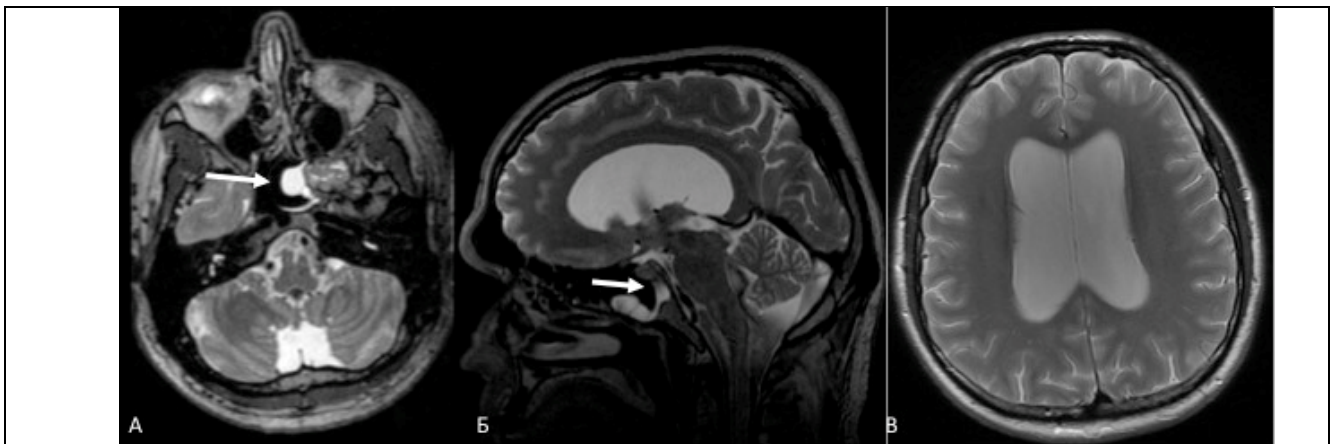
МРТ пациента 38 лет на момент обследования по поводу назальной ликвореи. А) и Б) – МР-цистернография выявляет истечение ликвора в области латерального кармана клиновидной пазухи слева. В) Умеренно выраженная вентрикуломегалия без явлений перивентрикулярной трансэпендимарной абсорбции ликвора (перивентрикулярного отека), ИЭ = 0,36.
